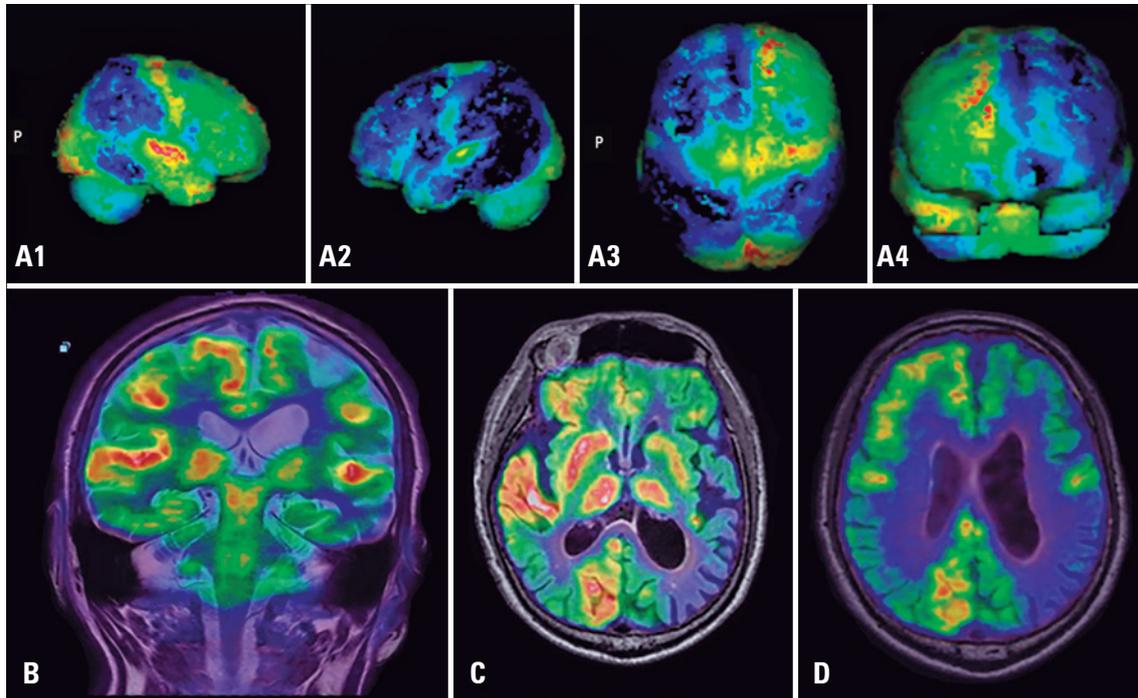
Imagens de ^{18}F -FDG PET/RM cerebral de um paciente do sexo masculino com doença de Parkinson e comprometimento cognitivo, mostrando *deficit* de metabolismo da glicose e redução volumétrica no hemisfério cerebral esquerdo. Achados semelhantes podem ser encontrados na demência com corpúsculos de Lewy. (A1, A2, A3, A4) reconstruções volumétricas PET; (B) corte coronal ponderado em T2; (C e D) imagem fusionada de PET/RM (sequência FLAIR)
